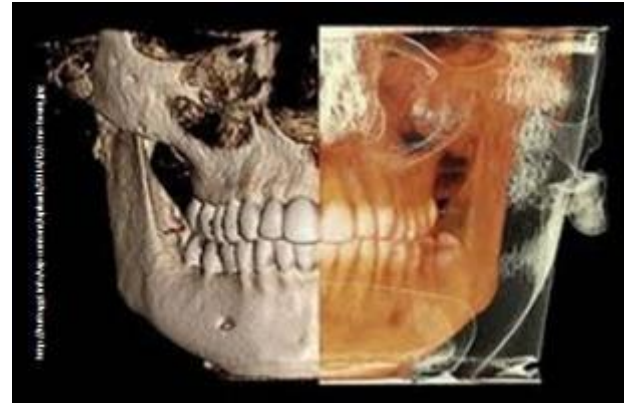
Cone Beam 3D. Fuente web.
